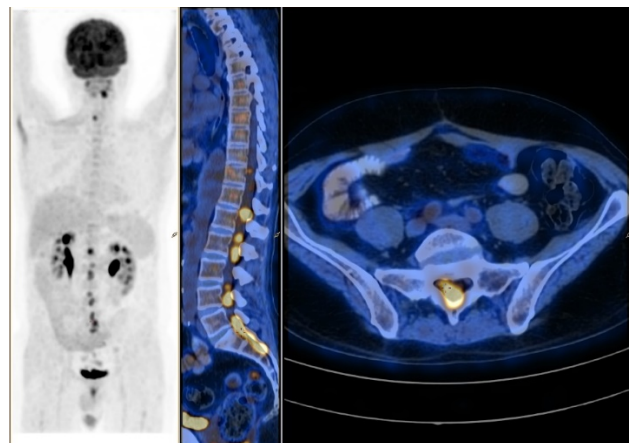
Coronal and sagittal PET/CT images shows leptomeningeal involvement with FDG uptake in spinal cord.
